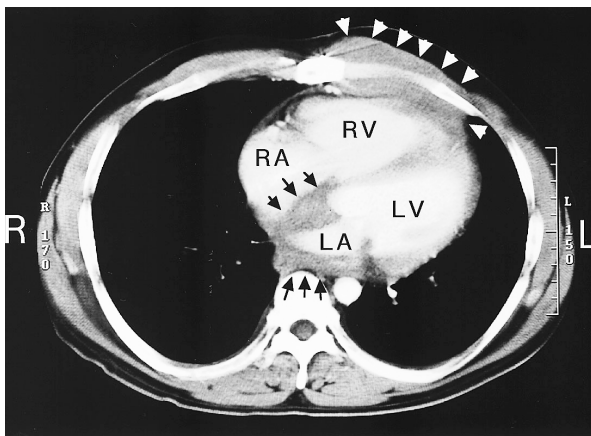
Chest computed tomogram
